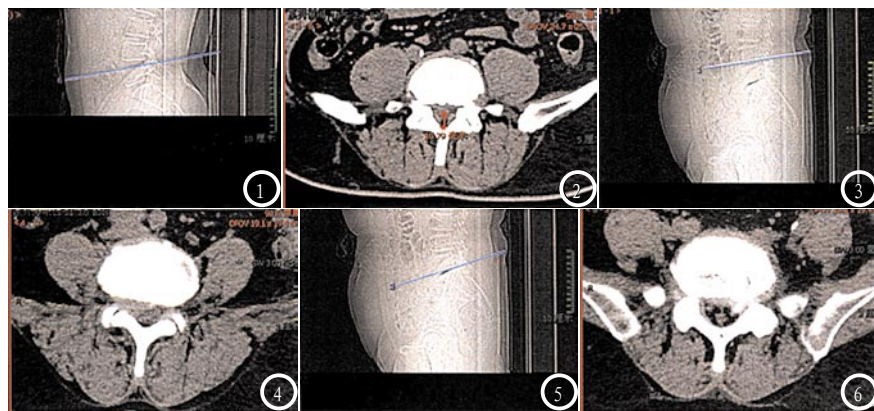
女, 49岁, I型腰椎管狭窄。CT表现为椎间盘突出、膨出, 黄韧带等软组织结构肥厚以及椎体上下小关节病变所致的椎体向前滑脱。图3-4 男, 62岁, II型腰椎管狭窄。CT表现为椎间孔狭窄, 小关节突增生肥大和椎弓根的骨赘形成。图5-6 男, 67岁, III型腰椎管狭窄。CT表现为椎体后缘及脊椎小关节骨质增生、骨赘形成、软骨下硬化和囊腔形成, 可见下段椎管的断面典型表现为三叶草状影。
